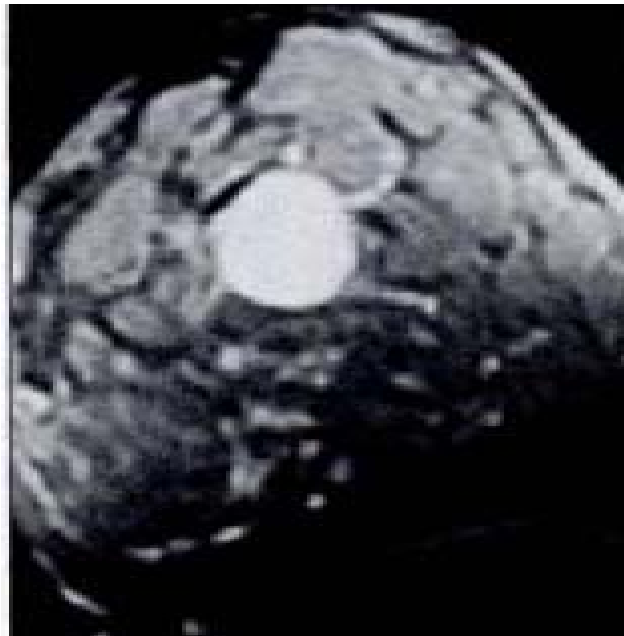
IRM axiale pondérée en T2 montrant une masse bien limitée avec un signal d'intensité Elevée [63].
